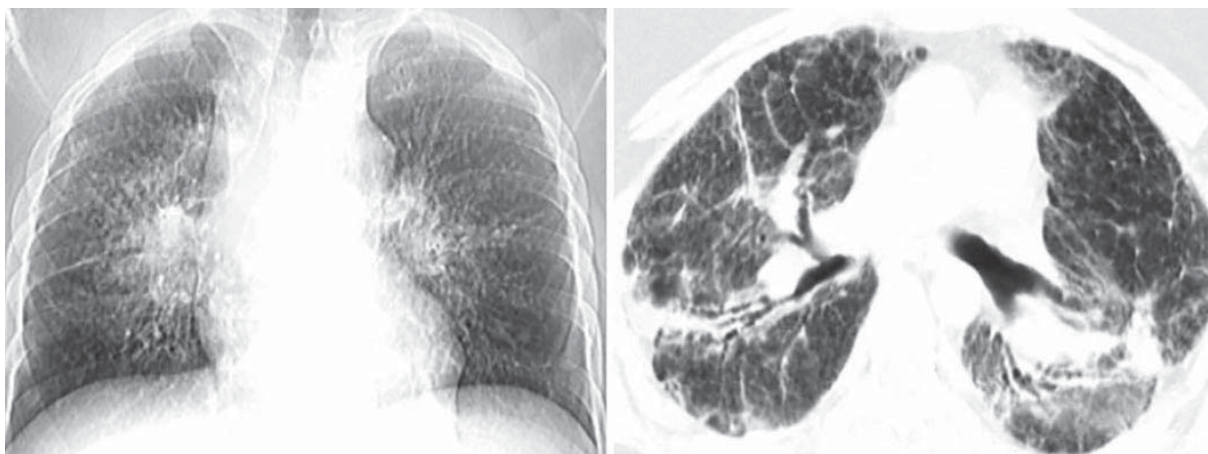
Саркоїдоз IV стадії (РГ та КТ) — поширений фіброз легень
